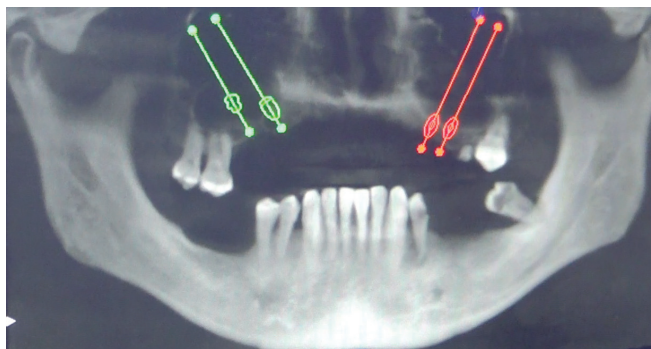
Estudio en ortopantomografía de la posición de los cuatro implantes cigomáticos.
